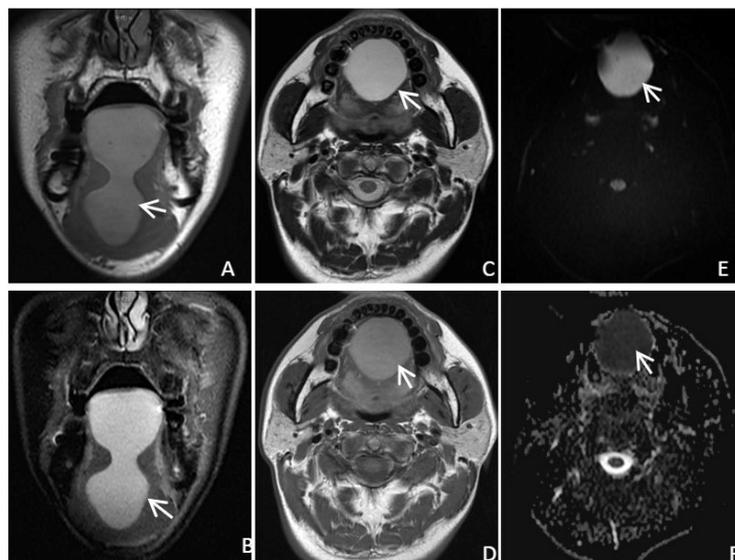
A: The lesion shows slightly high signal intensity on coronal T1WI (arrow). B: The lesion exhibits high signal intensity on coronal fat-suppressed images (arrow). C: The lesion displays high signal intensity on axial T2WI (arrow). D: The lesion presents slightly high signal intensity on axial T1WI (arrow). E: The lesion shows high signal intensity on DWI. F: The corresponding signal of the lesion is decreased on ADC map (arrow)
